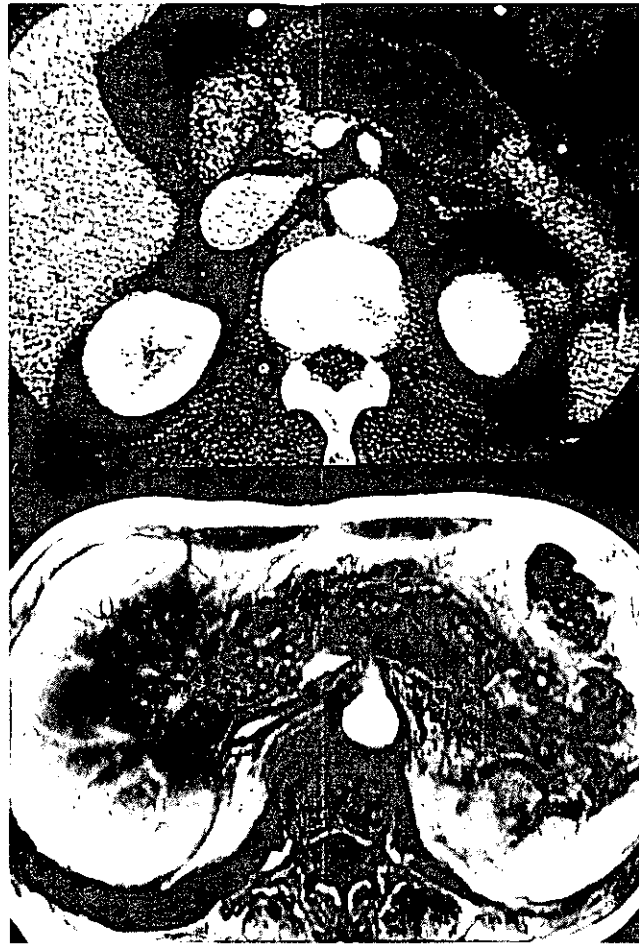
造影 CT 像と MRI 像との比較 (症例 2)
